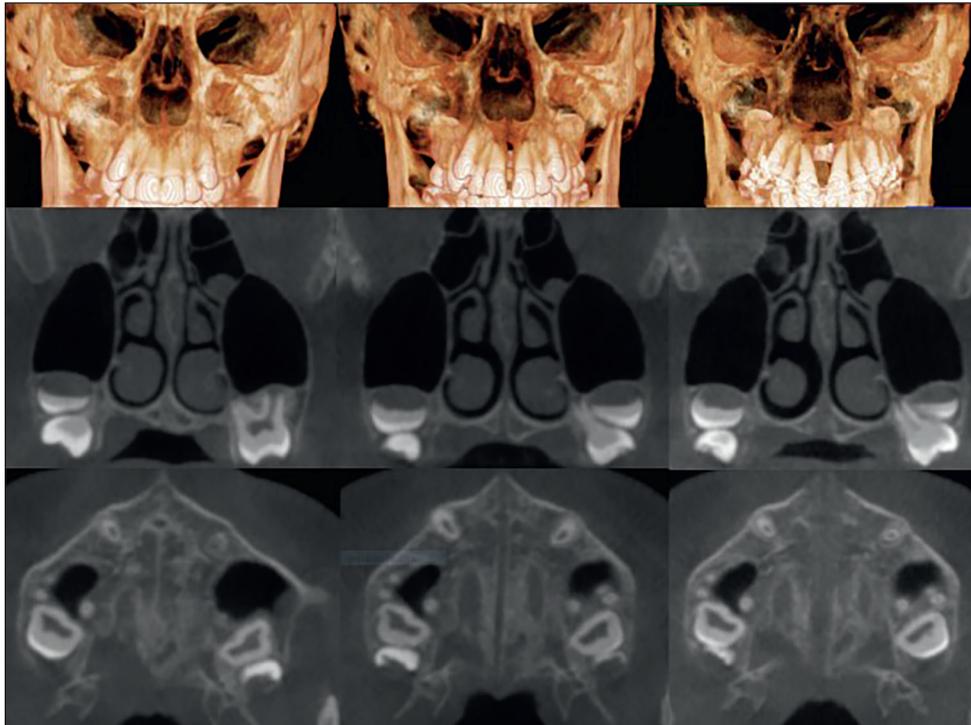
Examens par CBCT montrant la progression de l'expansion chirurgicale assistée par endoscopie avec séparation totale de la suture médiane. Notez l'obtention d'une expansion postérieure grâce à la séparation complète de la suture entre SNA et SNP, contrairement à l'expansion typique en éventail où l'expansion antérieure peut être excessive.
